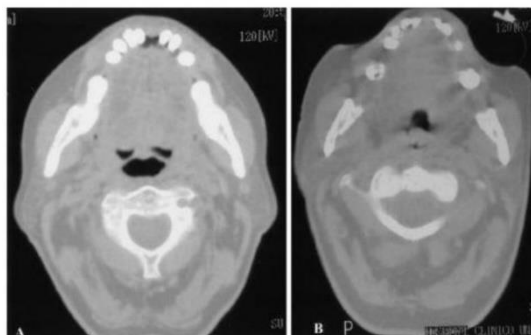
Oropharynx CT scan of a bulbar ALS patient with PCFM-E < 2.7 L/s. Left, A: baseline. Right, B: during the exsufflation cycle.
